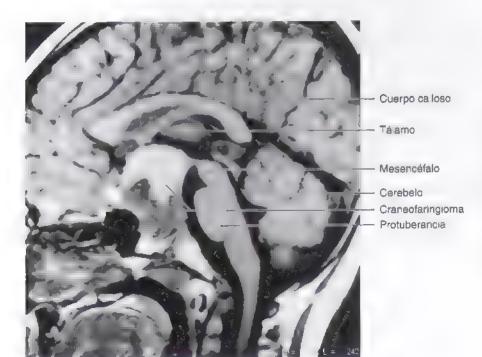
26. Imagen sagitai de resonancia magnética de un varón de 4 años de edad que acudió a consulta con cefalea y atrofia óptica. Una masa grande (4 cm) ocupa una silla turca que ha sufrido un aumento de tamaño y se expande hacia abajo hacia el hueso esfeno.des y hacia arriba hacia la cisterna supraselar. La intervención quilrúrgica confirmó la presencia de un craneofaringioma. La mitad inferior de la masa es sólida y tiene aspecto oscuro, en tanto que la superior es quística y más brillante. (Cortesía del Dr. Gerald S. Smyser, Altru Health System, Grand Forks, ND, EE.UU.)
